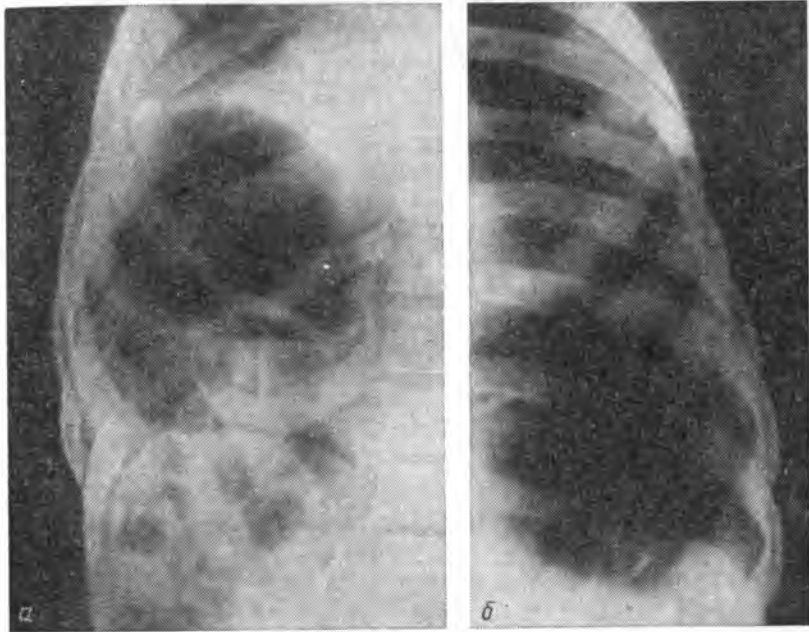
Рентгенограммы ребер со специальной укладкой.
